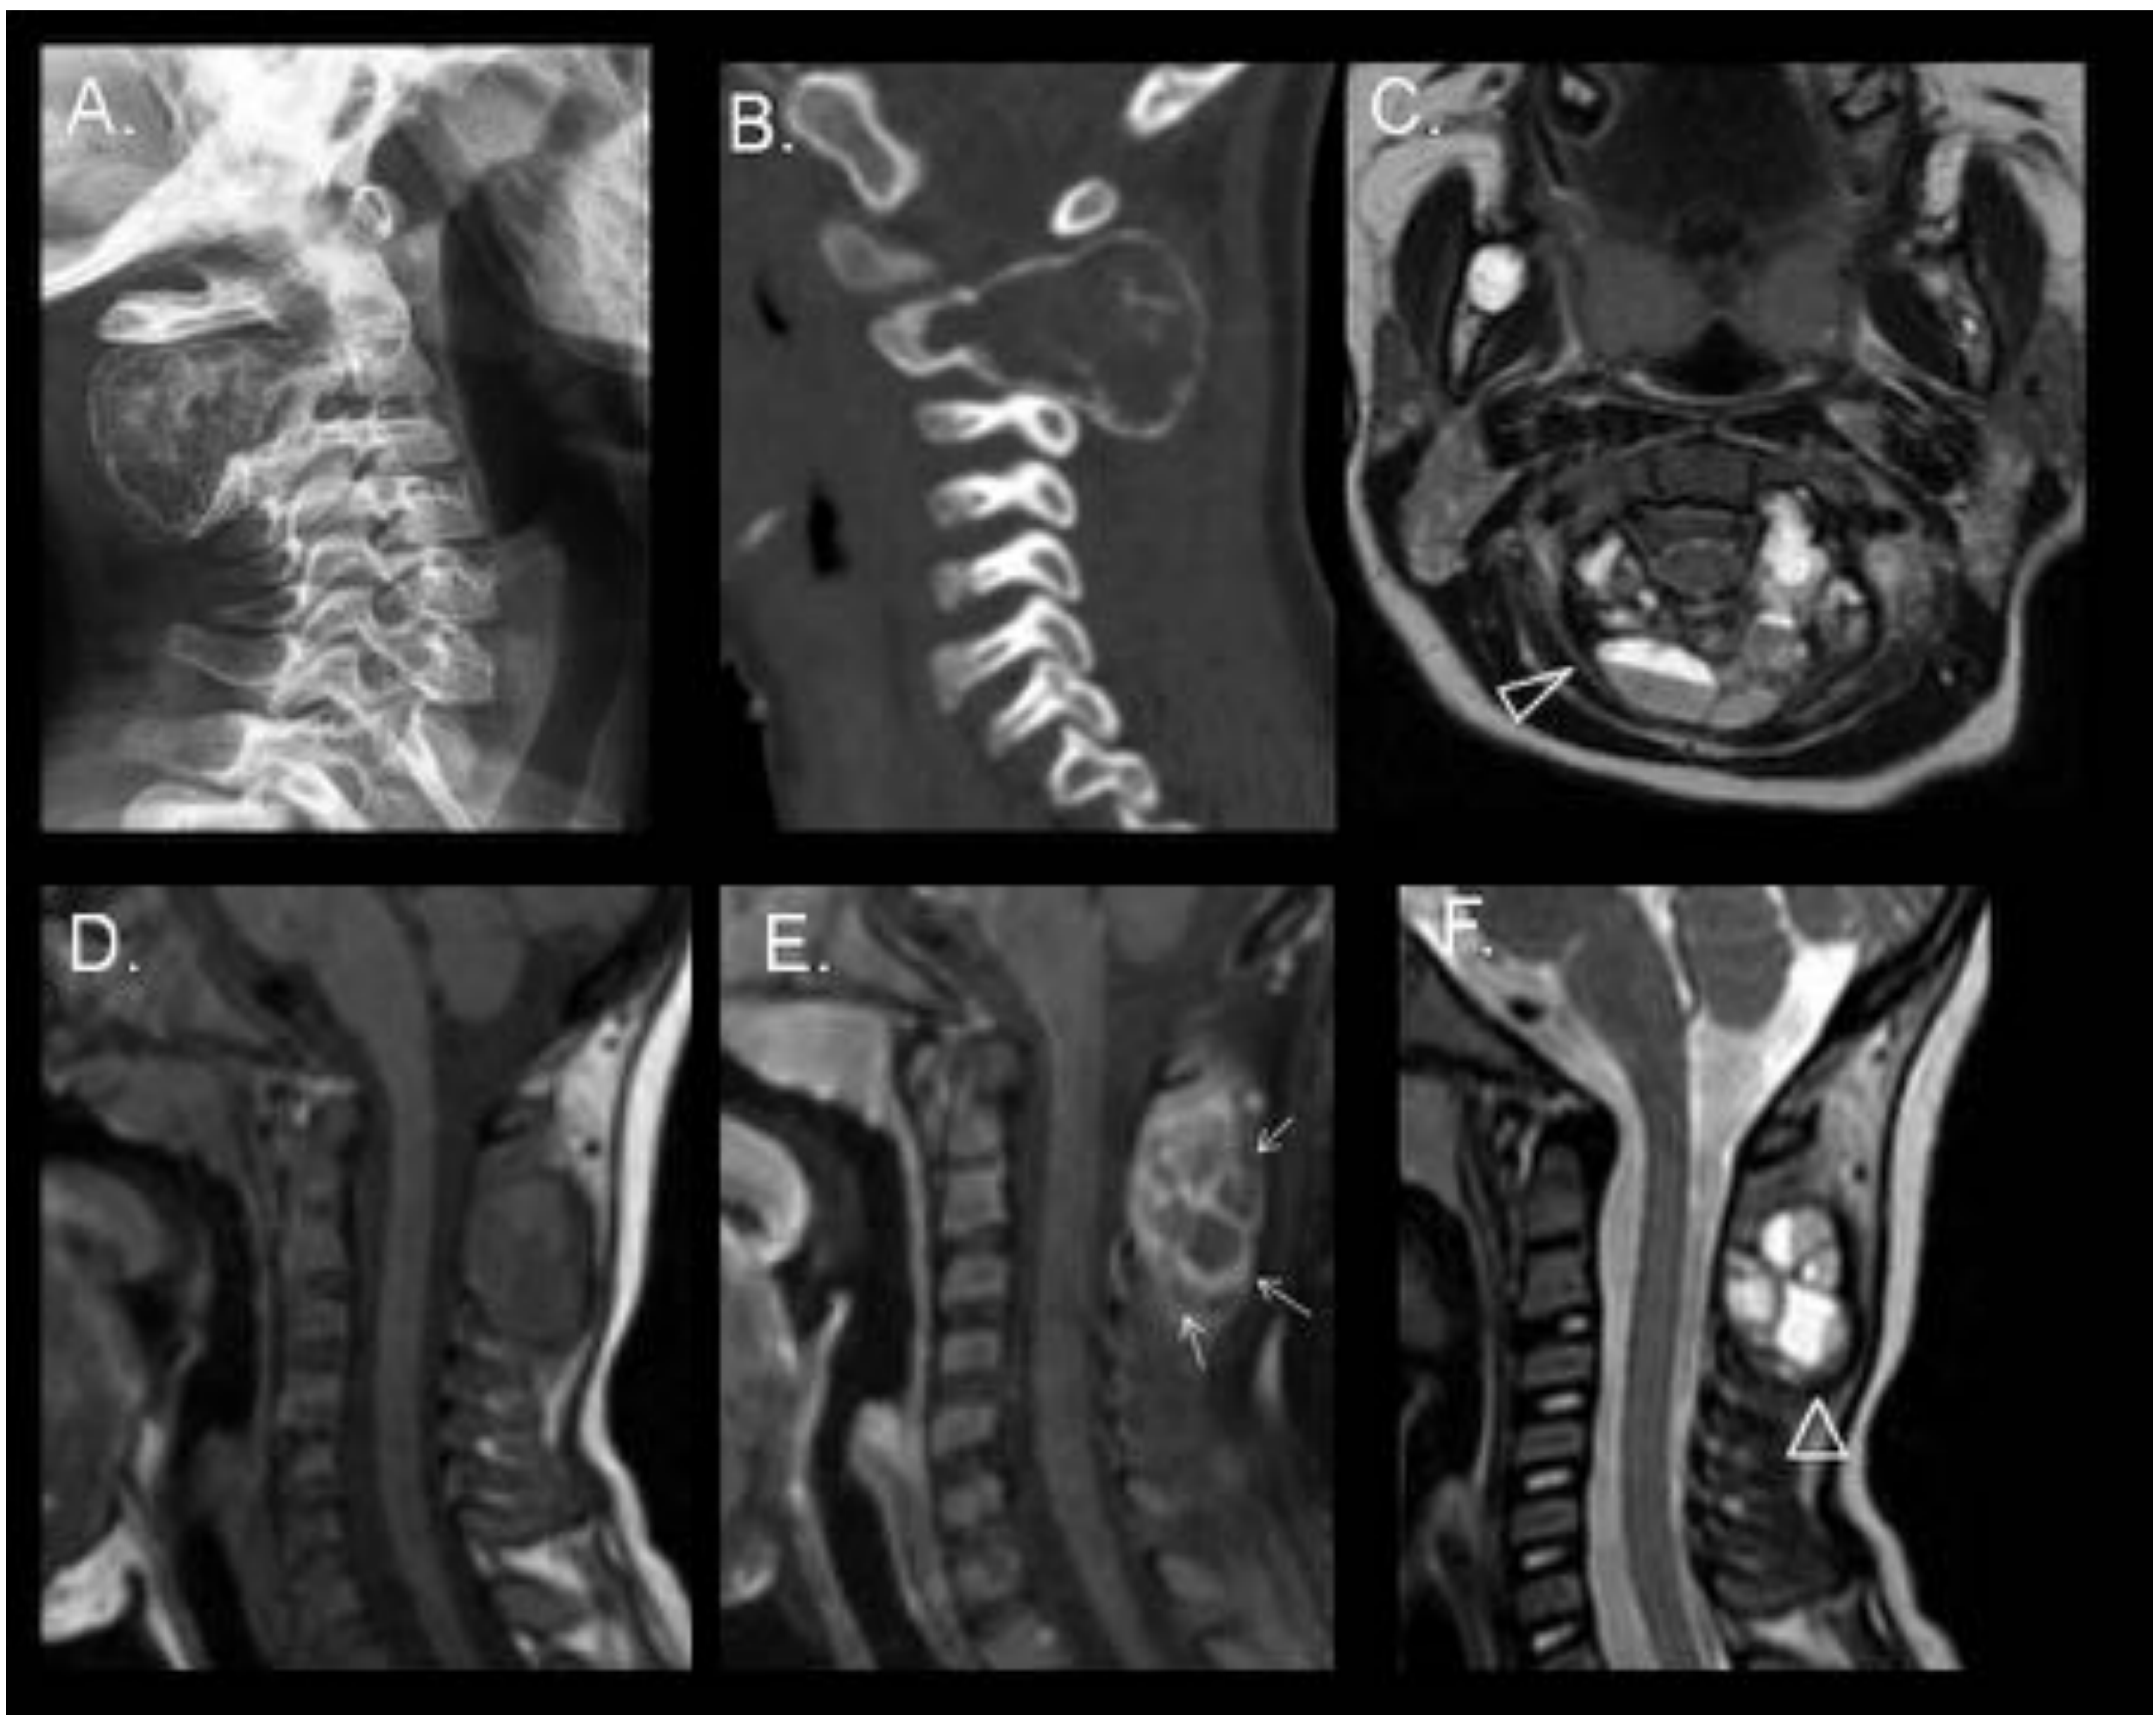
Quiste óseo aneurismático Radiografía de columna cervical lateral (A), TC simple reconstrucción sagital (B) RM secuencia axial T2 FSE fat sat (C), RM sagital T1 sin y con contraste (D y E) y secuencia sagital T2 fatsat (F). En la radiografía de columna cervical y TC (A,B) se identifica una lesión osteolítica bien definida en la apófisis espinosa de C2. Se aprecian múltiples imágenes quísticas con niveles líquido-líquido en las secuencias potenciadas (C, F) en T2. En el T1 sin contraste (D) se visualiza una lesión isointensa con áreas hipointensas en su interior que corresponden al líquido. En el T1 con contraste (E) se observa un realce parietal lineal de las paredes y los tabiques de los quistes.
